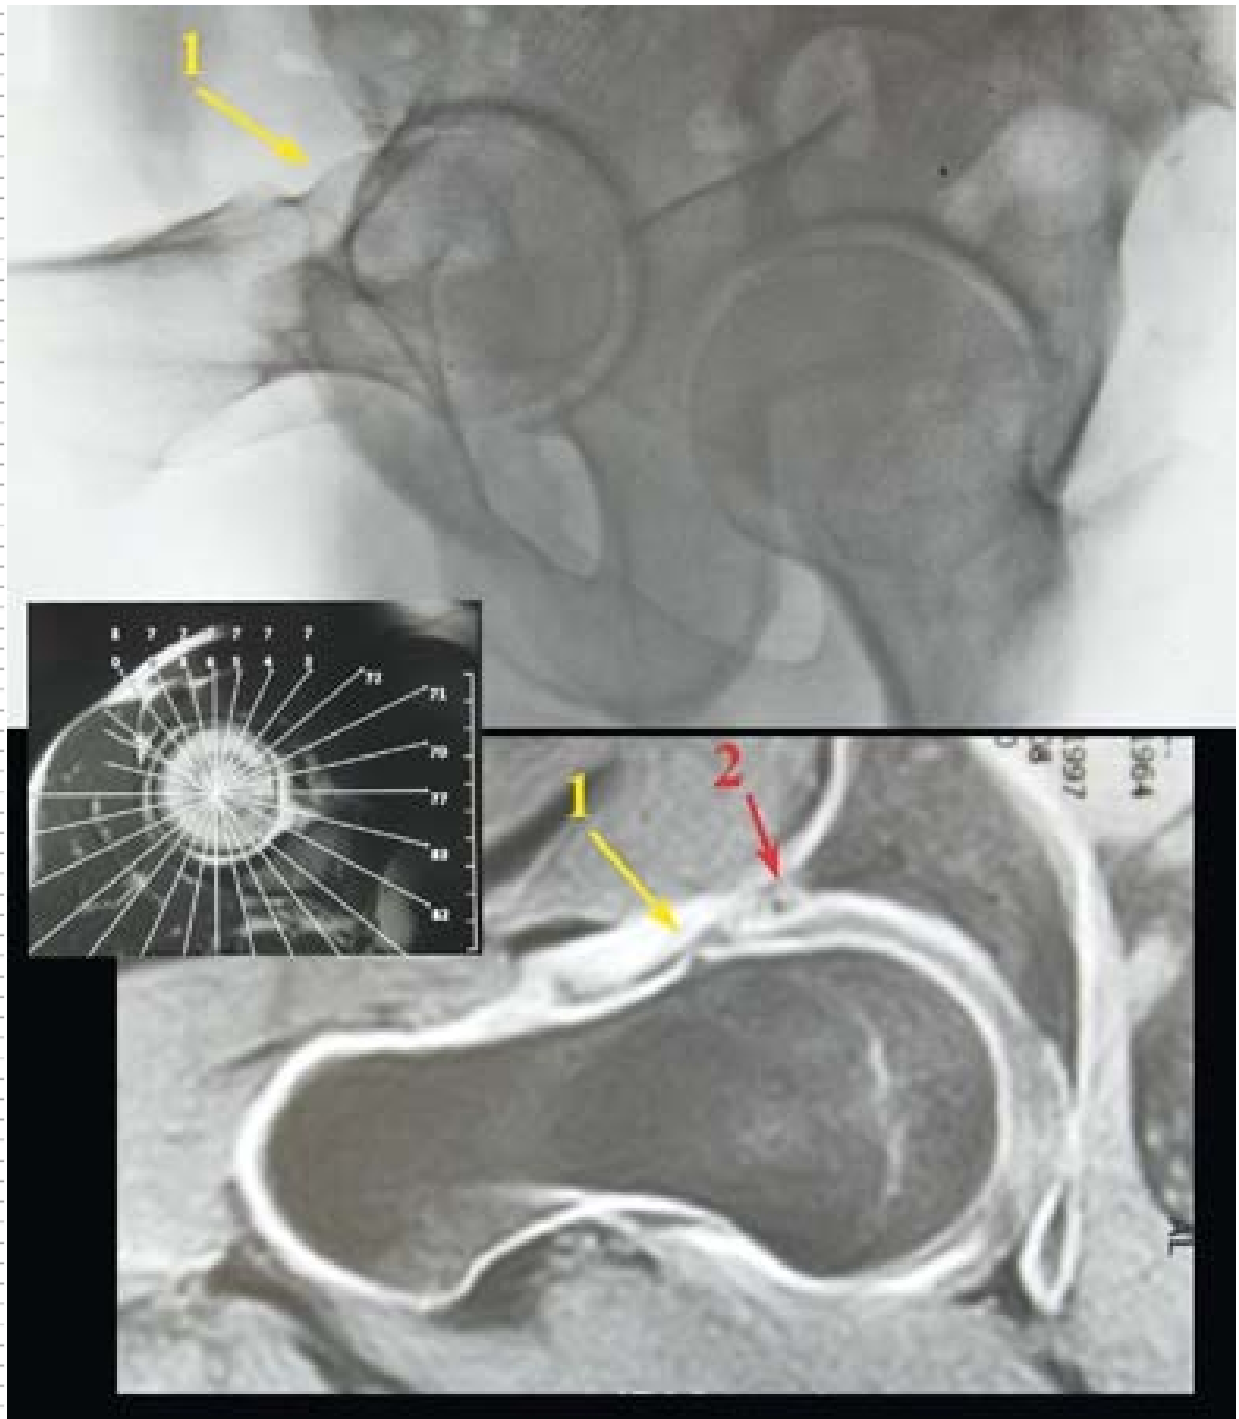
Image IRM et son pendant radiographique de profil. On voit sur le cliché de profil la tuméfaction. Le cliché d'arthroIRM dans la même position montre bien les lésions et surtout l'atteinte de la partie antéro-externe du cotyle. (Clichés provenant de la collection du Pr Ganz)
